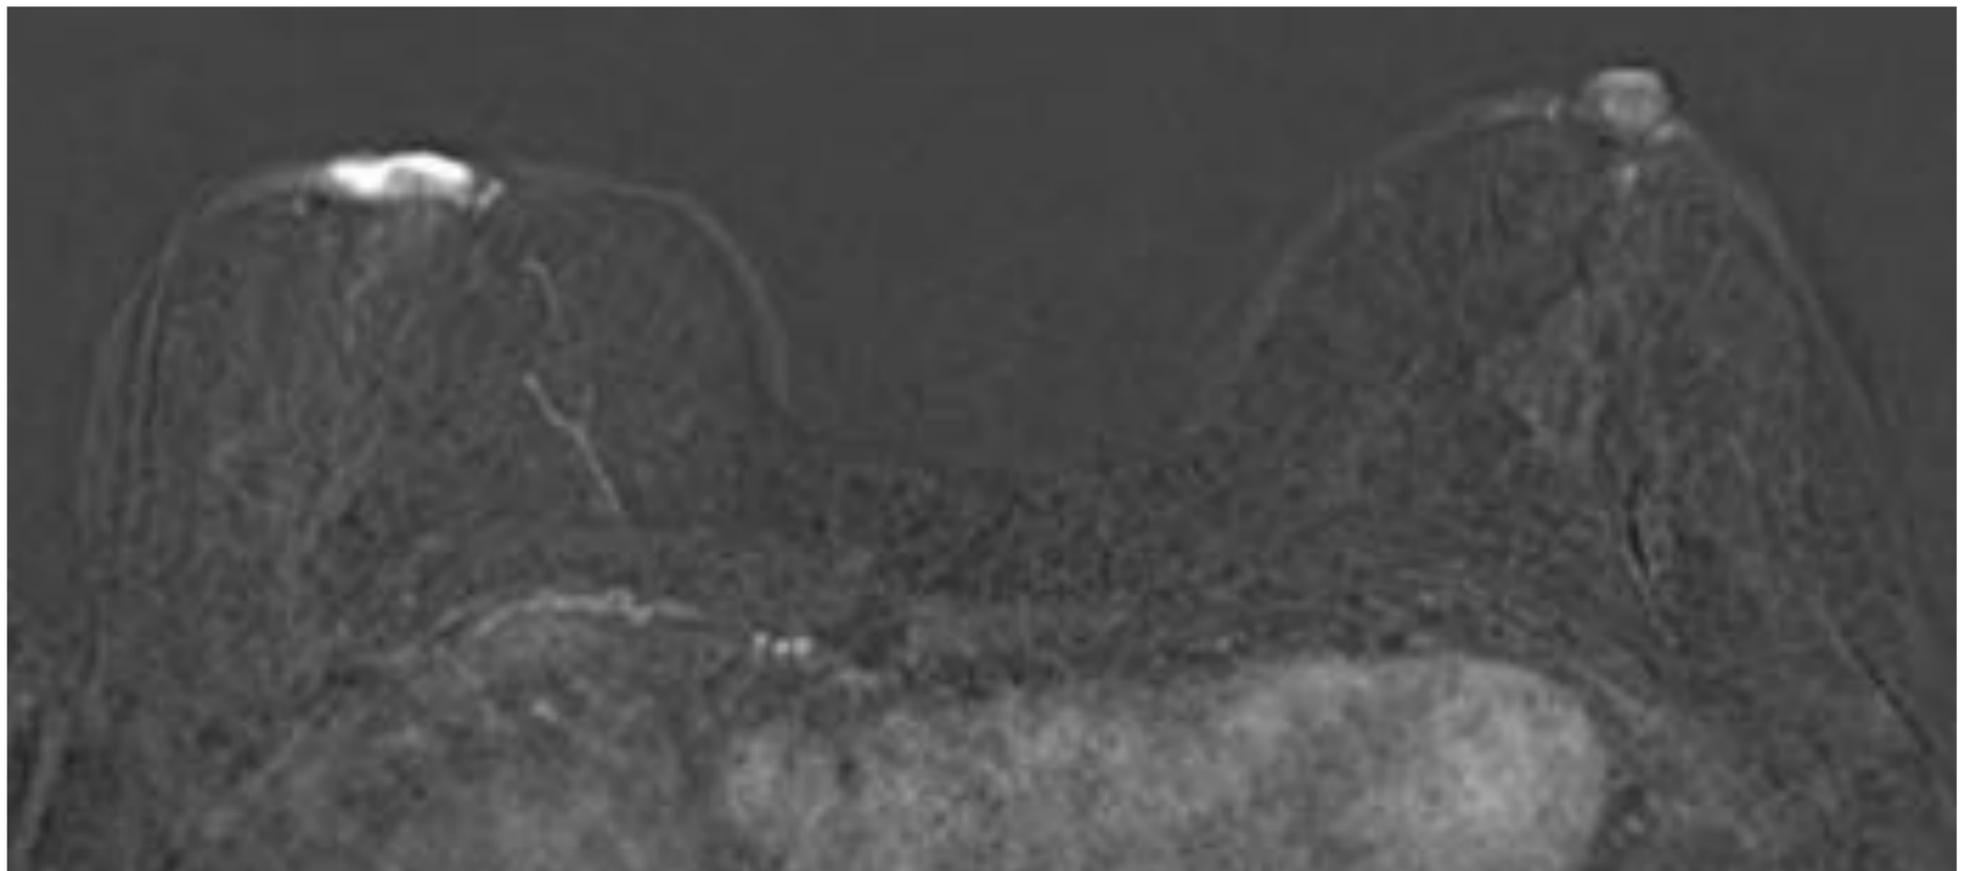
Enfermedad de Paget. RM de mama, imagen axial de secuencia de sustracción T1 tras administración de cív en la que se observa un realce intenso del complejo areola-pezones derecho.
